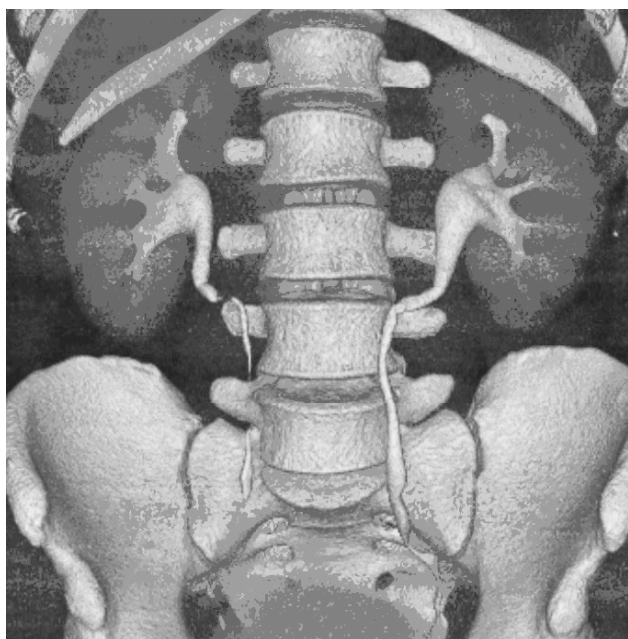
Мультиспиральная компьютерная томограмма мочевыводящих структур почек женщины 42 лет (двустороннее расширение почечных чашек)
